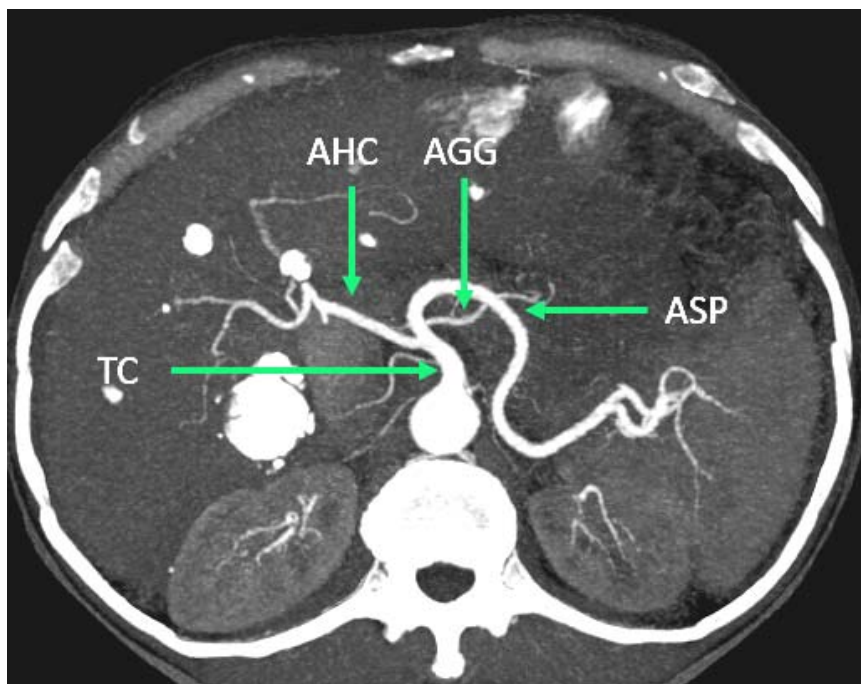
Angiogramme abdominal au temps artériel (coupe axiale en MIP) montrant une anatomie artérielle modale du tronc cœliaque (TC) : artère gastrique gauche (AGG), artère splénique (ASP), artère hépatique commune (AHC)
